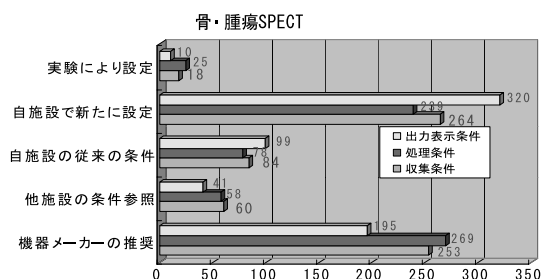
骨・腫瘍 SPECT 検査の収集・処理・出力表示条件の設定
